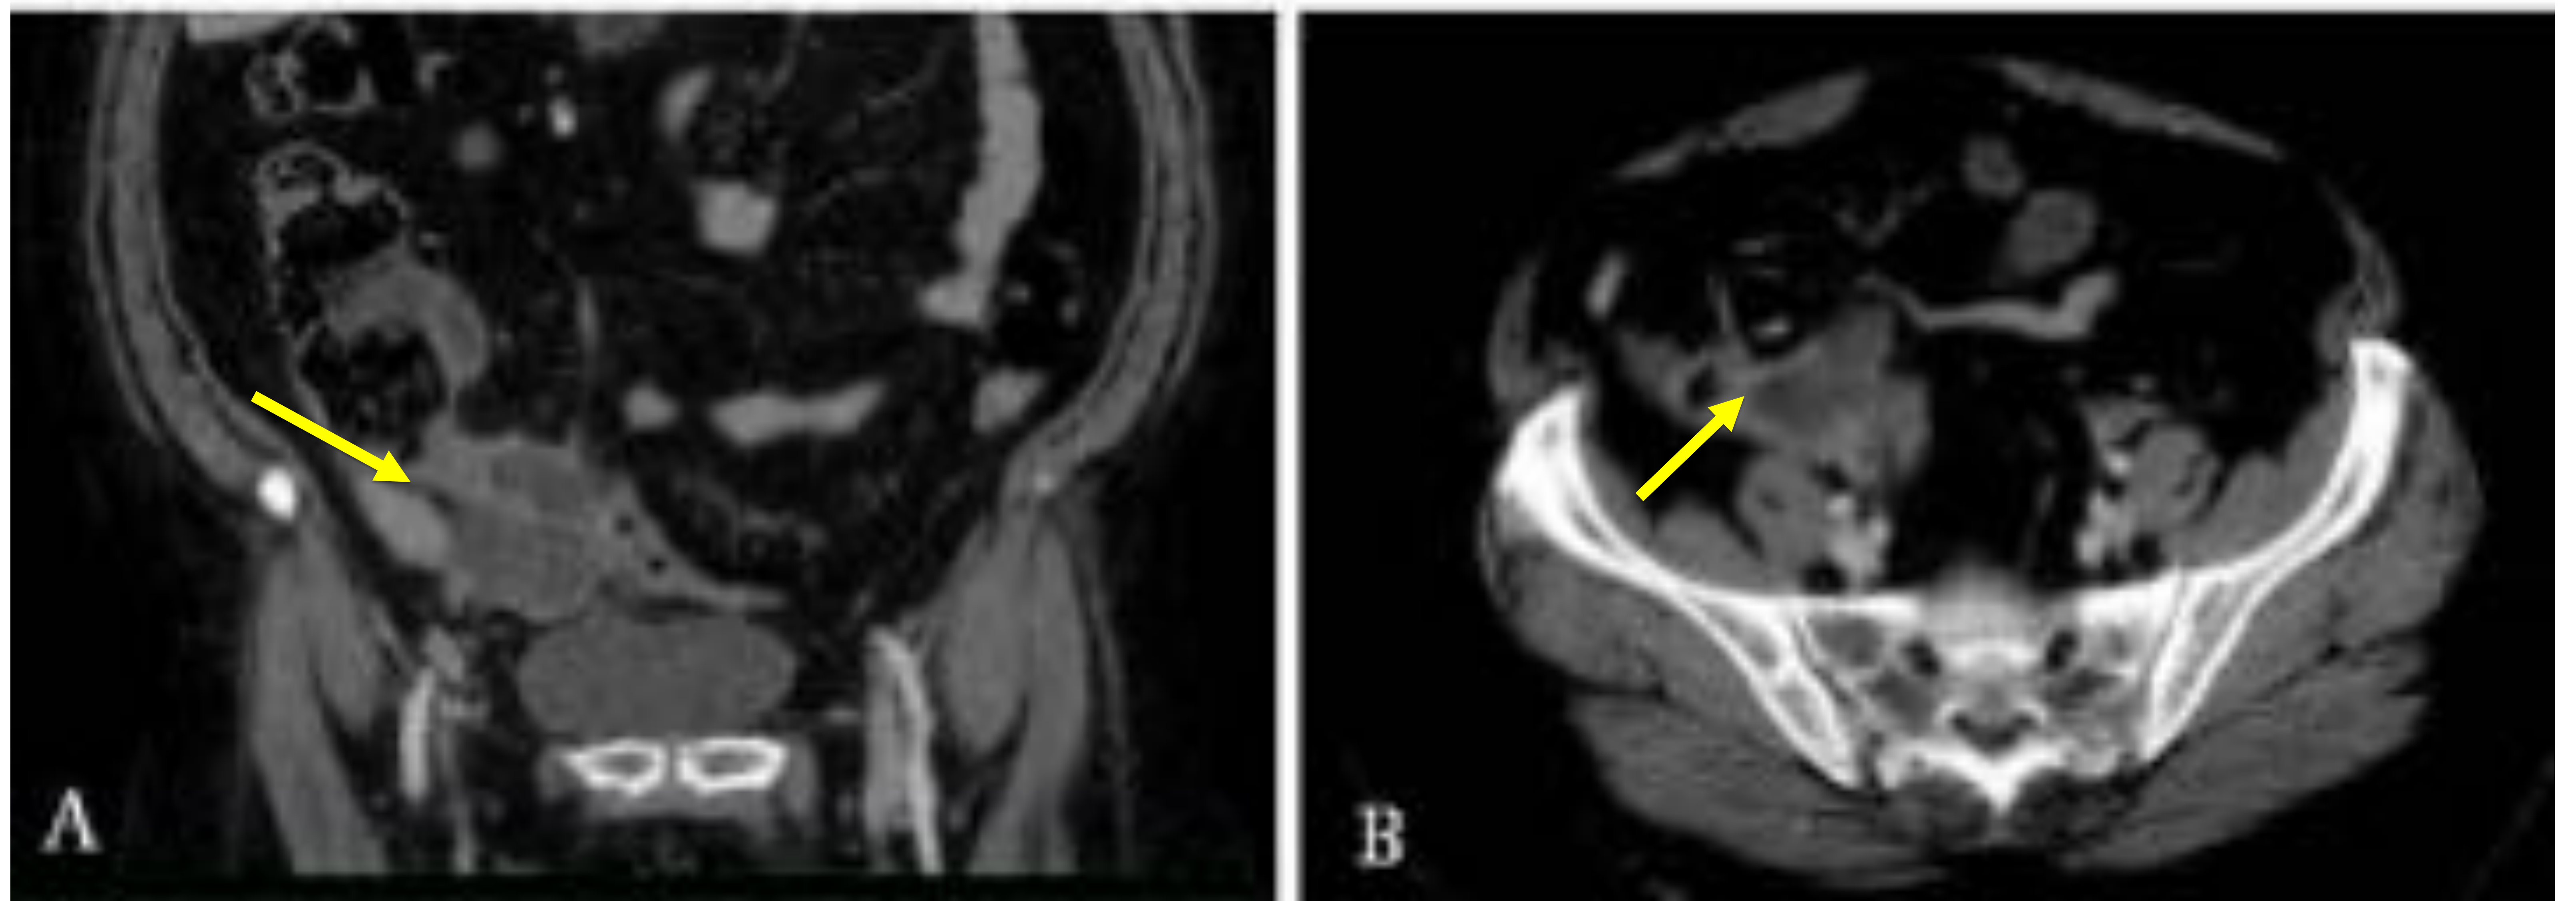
TC abdominopélvico con CIV, MPR corte coronal (A) y corte axial (B).
